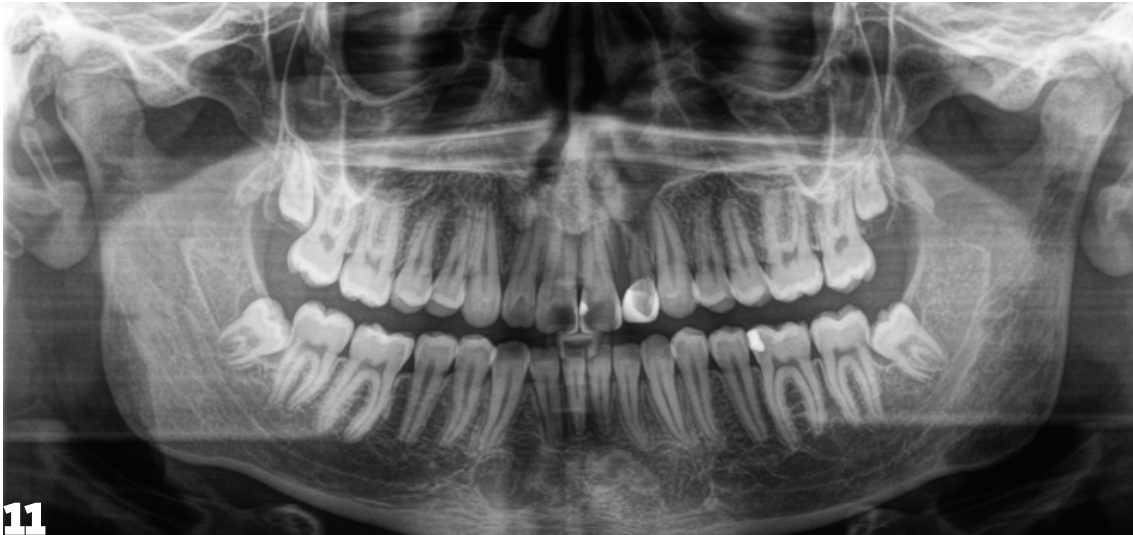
Orthopantomogramm zur Abschlussdiagnostik.
